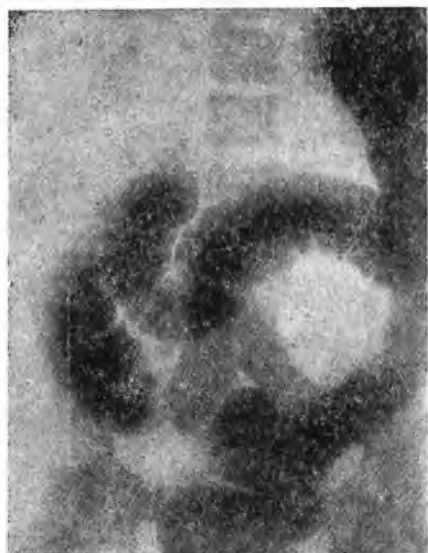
Рентгеновская картина того же случая после большой контрастной клизмы. Искажение формы и изменение положения толстой кишки.
